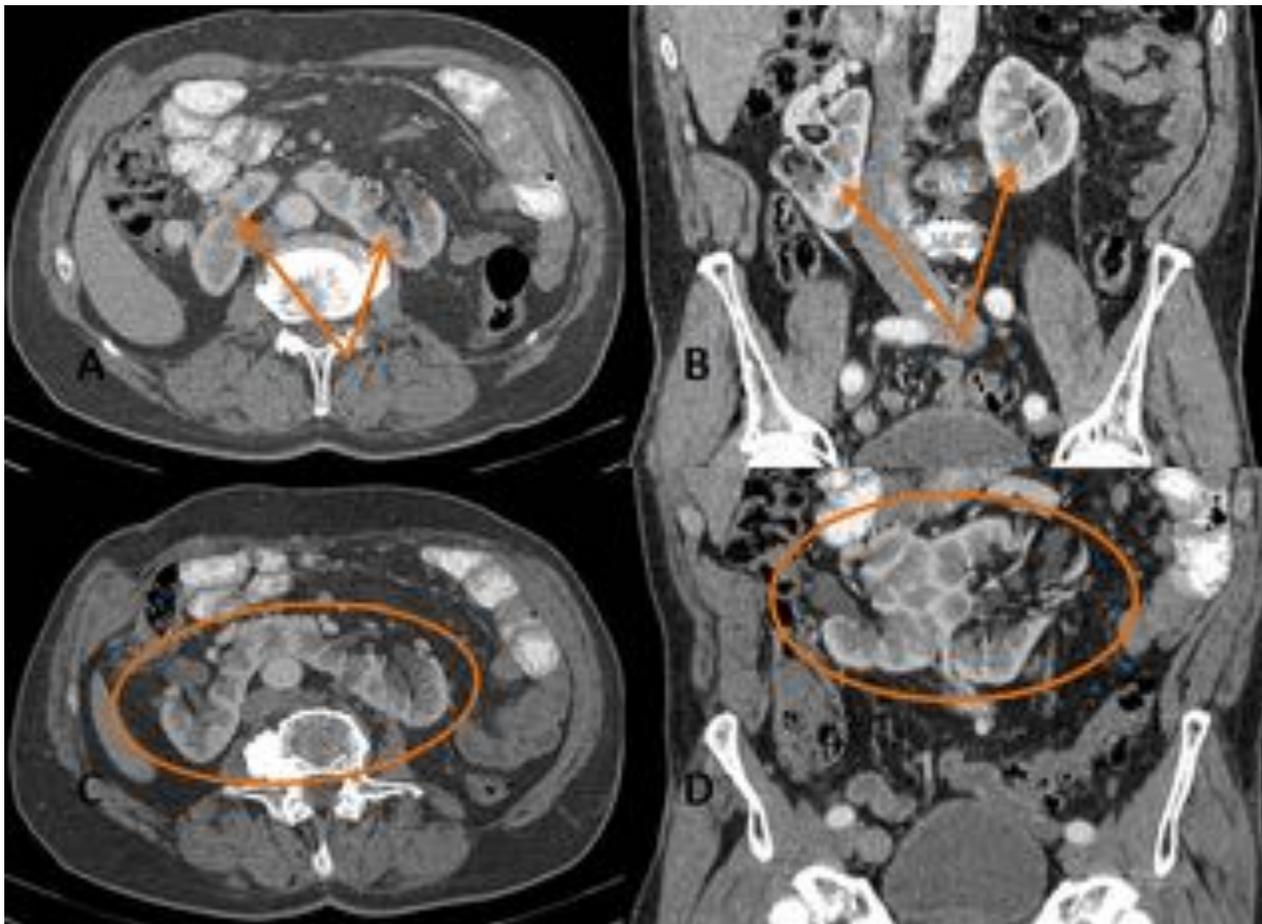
TC de abdomen con contraste oral e intravenoso. Riñón en herradura. A-B) Polos renales superiores no fusionados, corte axial y coronal, respectivamente. C-D) Polos renales inferiores fusionados en línea media, anterior a la aorta abdominal, corte axial y coronal, respectivamente.
